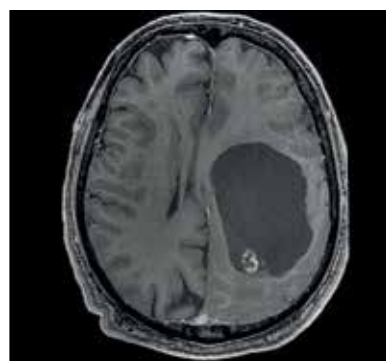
МРТ головного мозга, T1-ВИ с контрастным усилением, аксиальная проекция
